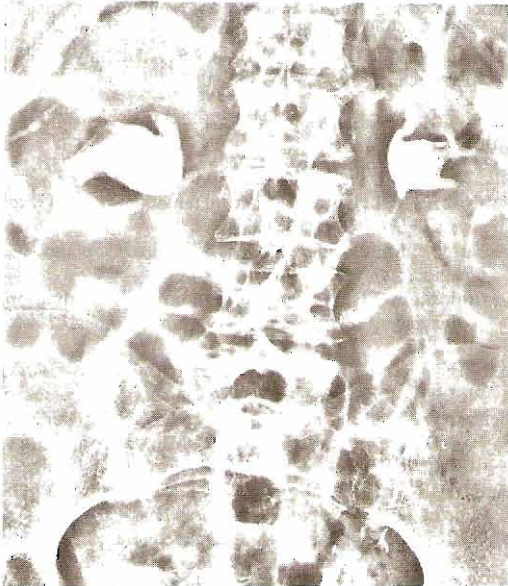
Fístula nefroduodenal y obstrucción de intestino delgado por cálculo renal en asta de venado. Izquierda: Urografía excretora que muestra la falta de funcionamiento del riñón derecho; cálculo en asta de venado. Derecha: Paciente que se presentó con síntomas y signos de obstrucción intestinal cuatro años después. Radiografía simple de abdomen que muestra asas dilatadas del intestino delgado hasta un punto justamente próximo a la válvula ileocecal. Obstrucción debida a cálculo que fue eliminado hacia el duodeno. (Cortesía de CD King.)
